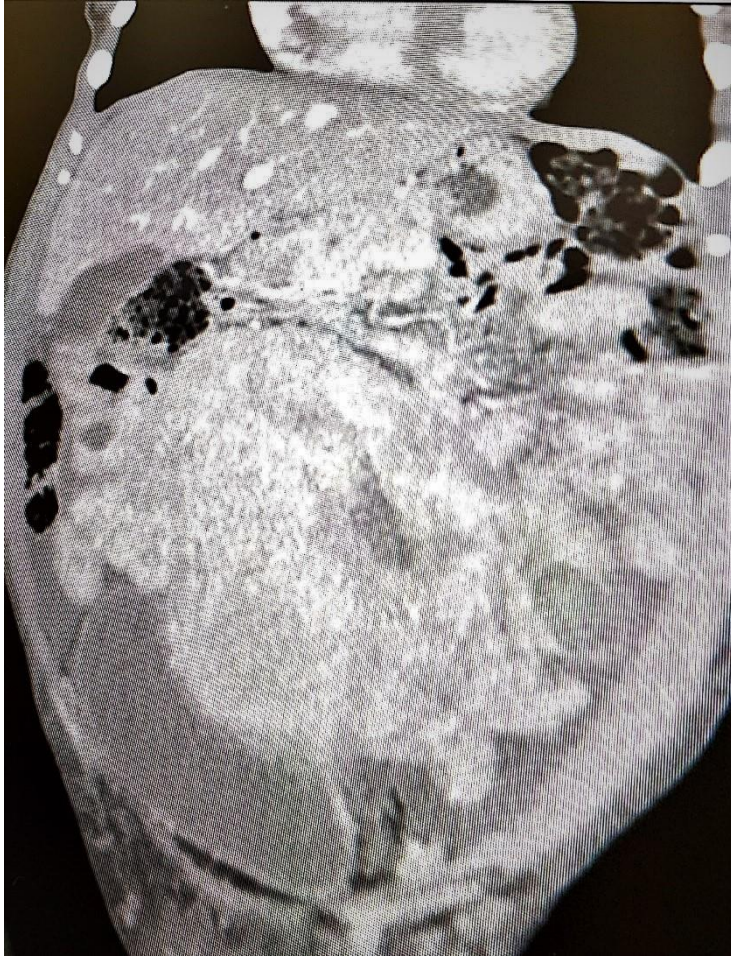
Tomography of the abdomen and pelvis with an enlarged and irregular uterus
